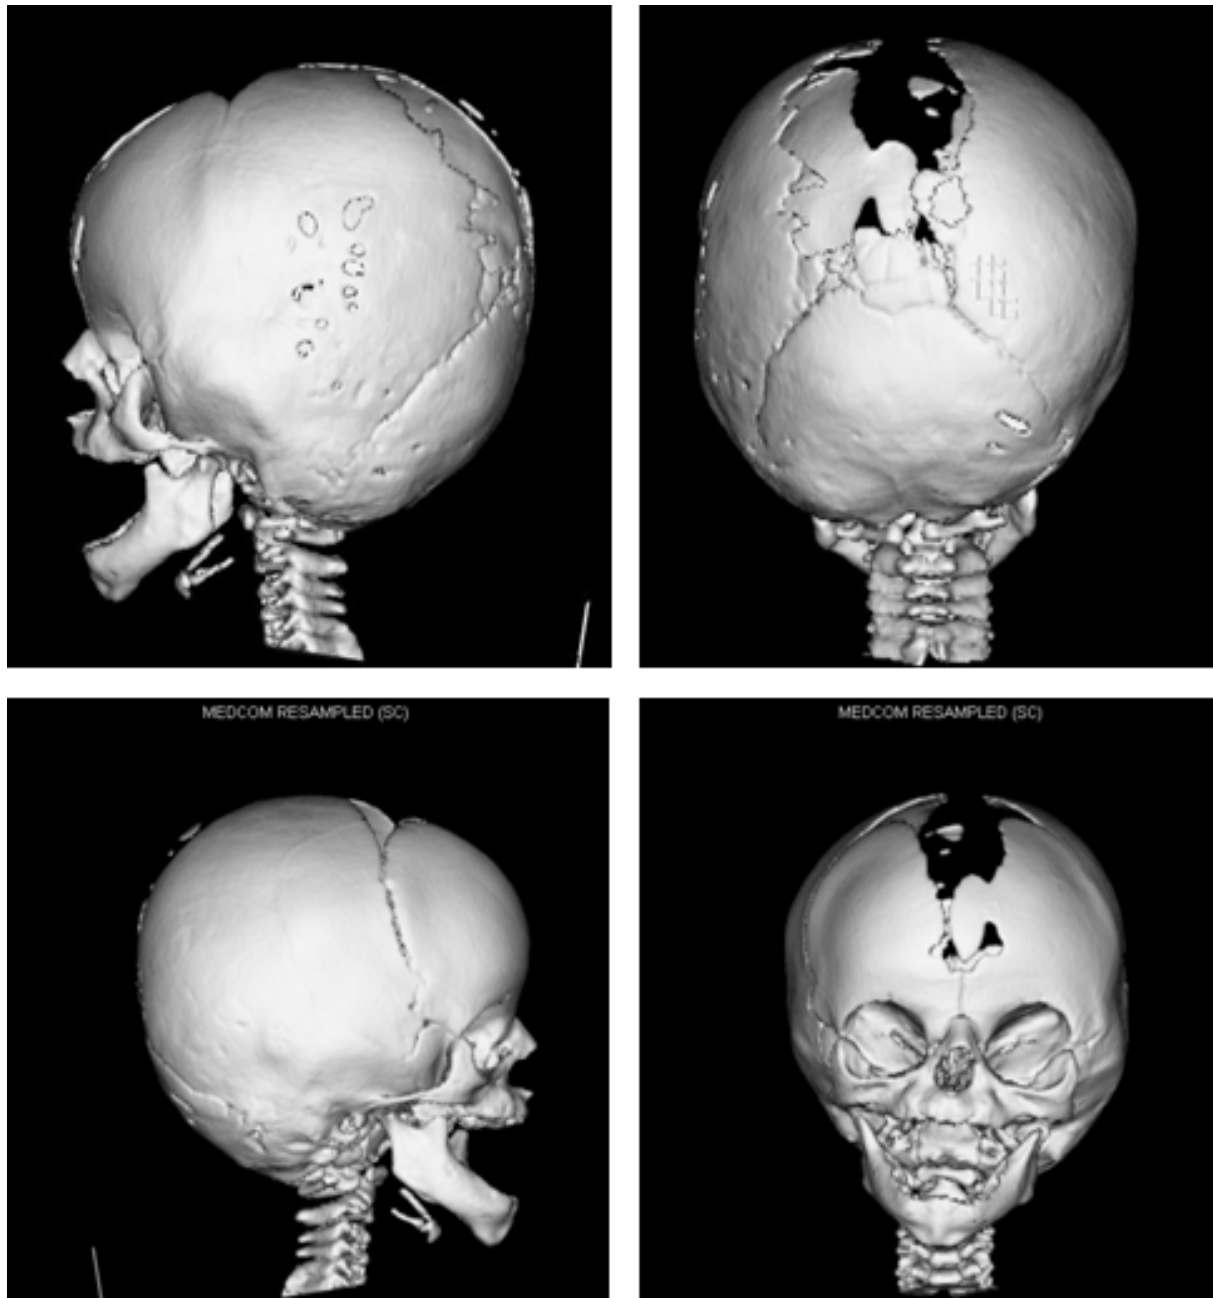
Computertomographie mit 6 1/2 Monaten
